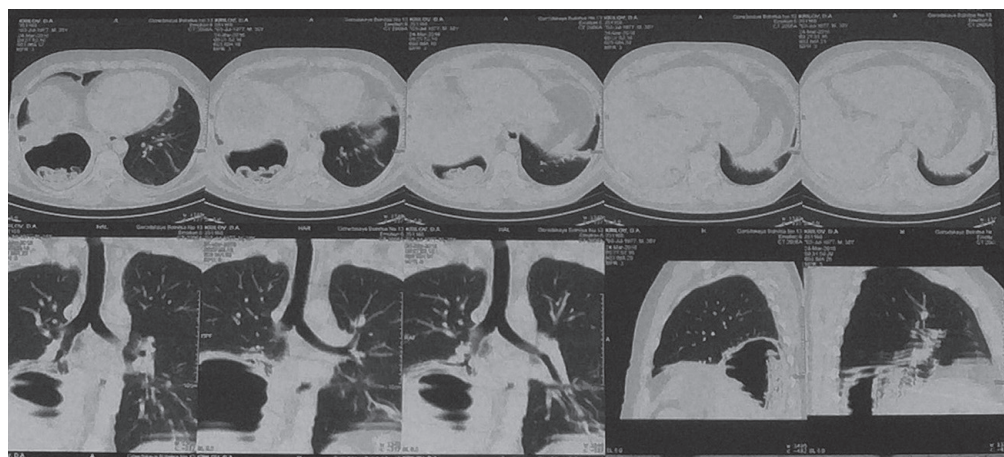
Рентгеновская компьютерная томограмма с контрастированием больного К. (24.03.16)
